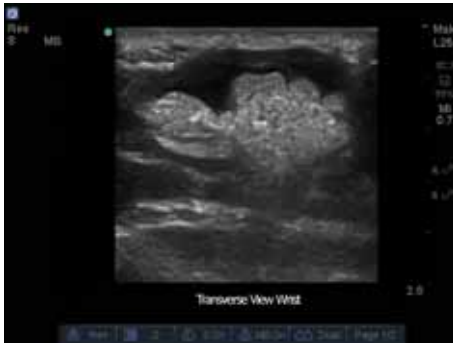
腱鞘炎の超音波画像 図 1.3.2-2 関節包への注射針刺入時の超音波画像
